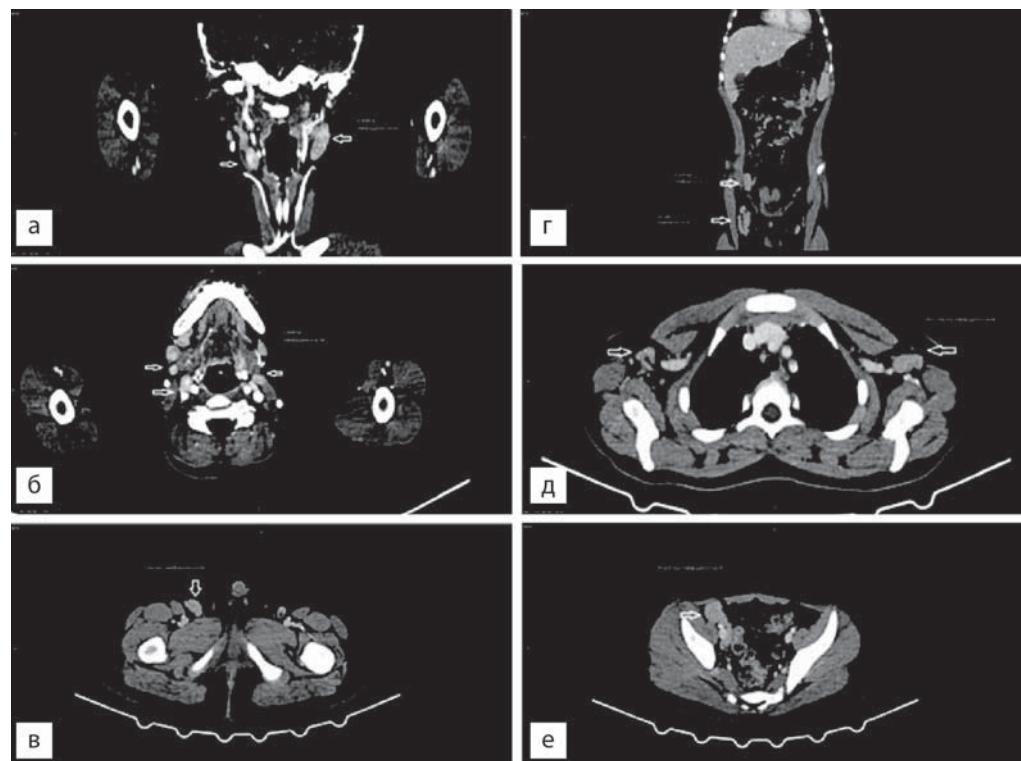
(а–е). Комп’ютерна томографія: а, б — шийна лімфаденопатія; в — пахова лімфаденопатія; г — пахова та клубова лімфаденопатія; д — аксилярна лімфаденопатія; е — клубова лімфаденопатія
